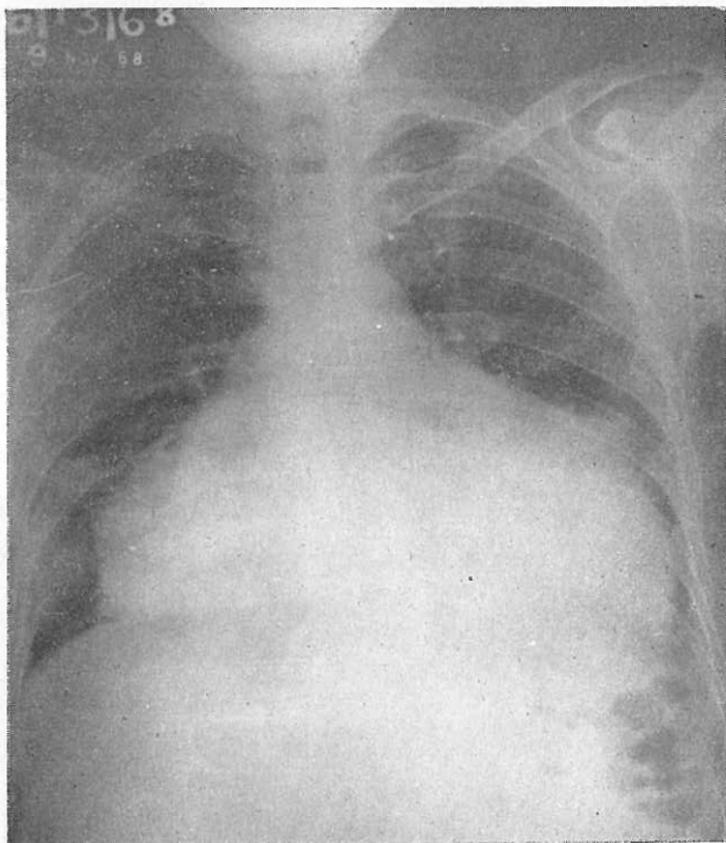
Radiografía del tórax en un caso de absceso hepático amibiano abierto al pericardio. Se observa el gran ensanchamiento de la sombra cardíaca y borramiento de los arcos de la imagen "en garrafa". (Cortesía del doctor Carlos R. Pacheco).
